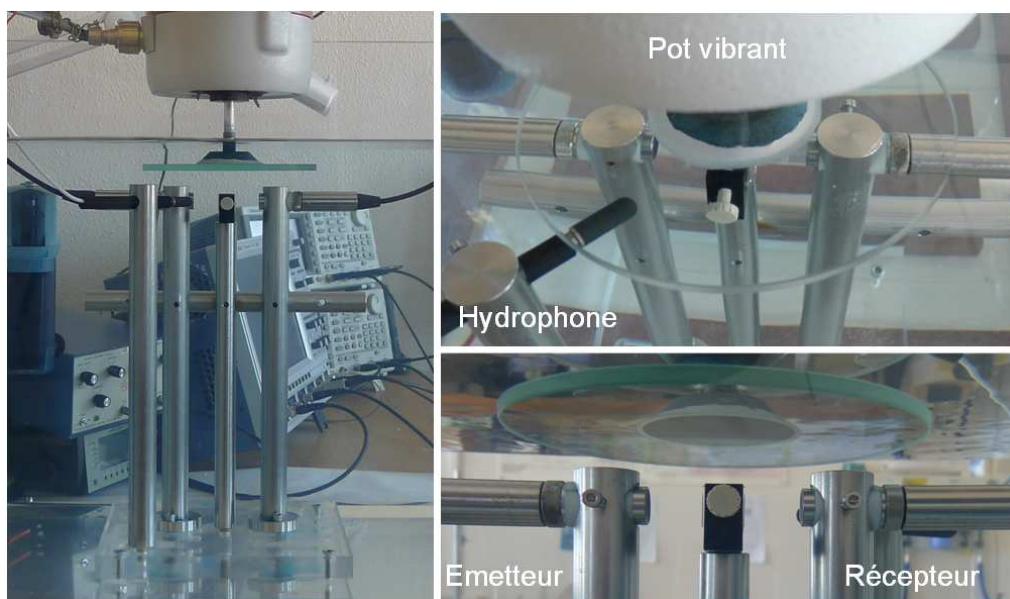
Dispositif expérimental. Vue d'ensemble à gauche : le disque rayonnant en verre est relié au pot vibrant ; les transducteurs ultrasonores émetteur et récepteur, l'hydrophone et le porte-échantillon sont maintenus sur des tiges d'acier inoxydable. À droite, deux agrandissements sur les éléments du dispositif.
